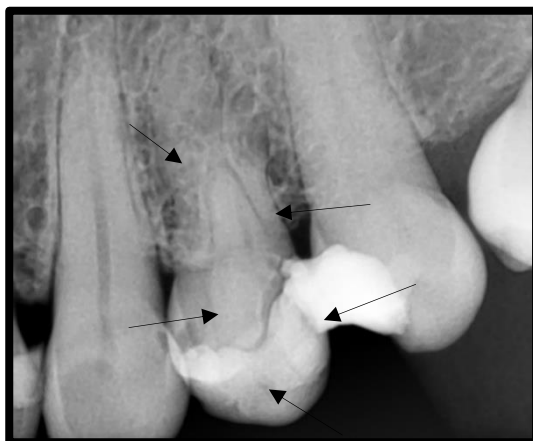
Radiografía periapical inicial donde se aprecia la complicación de interpretación del sistema de conductos (fuente: del propio autor)
